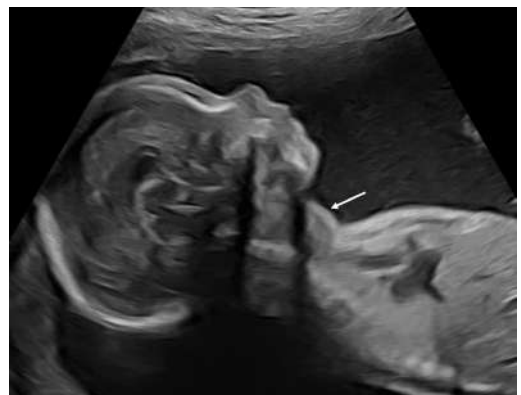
Échographie d'un goitre thyroïdien fœtal en axe sagittal.
